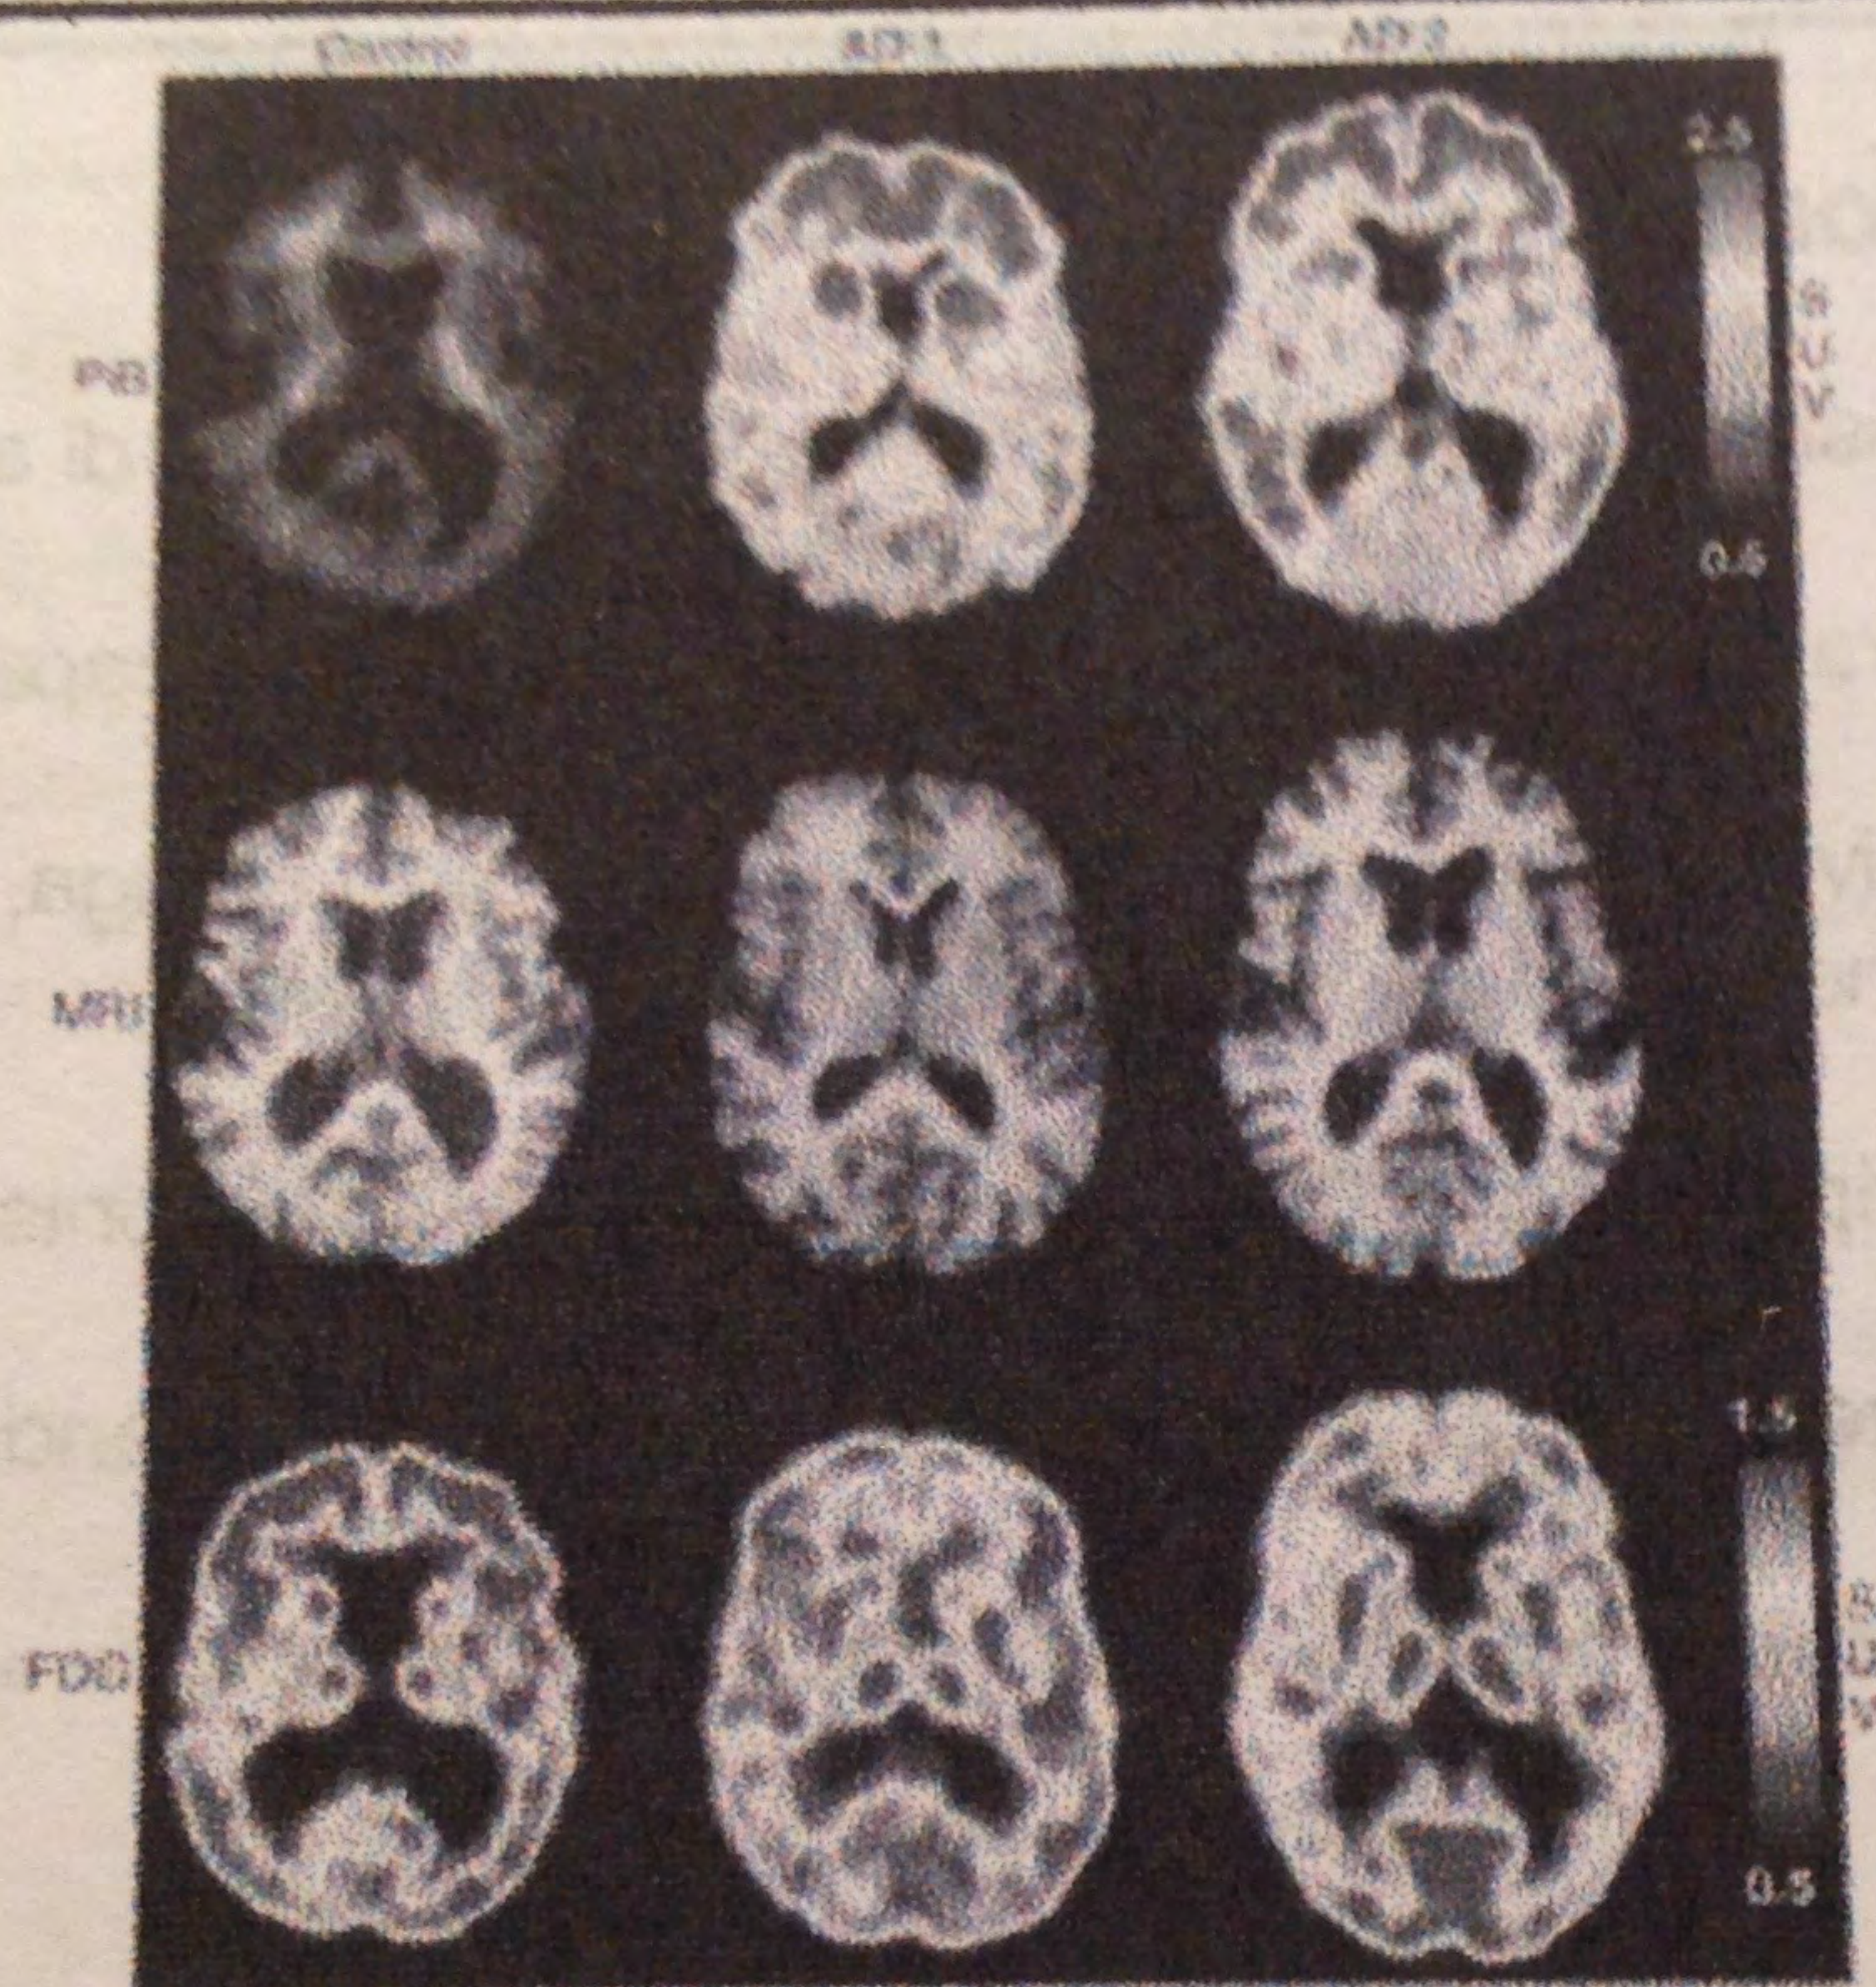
Structural, functional, and amyloid imaging of the brain in Alzheimer disease (AD). Columns represent individual subjects. First column consists of PB-PET, MRI, and FDO-PET scans obtained in a 71-year-old normal control subject (MMSE score = 30). PB retention is not seen, and MRI and FDO-PET findings are normal. Center column (AD-1) contains scans from a 68-year-old man with mild AD (MMSE score = 28). PB retention is marked, and both MRI and FDO-PET findings are normal. Third column (AD-2) shows scans from a more affected 68-year-old patient with AD (MMSE score = 21). Findings include significant PB retention, unremarkable MRI appearance, and characteristic deficits in glucose metabolism for AD on FDO-PET scan. All PET values are corrected for atrophy. Scale bars indicate standardized uptake values (SUVs) for FDO and PB. Note that the dynamic range of PB is twice that of FDO. FDO-PET, Fluorodeoxyglucose positron emission tomography; MMSE, Mini-Mental State Examination; MRI, magnetic resonance imaging; PB-PET, Prestige compound 8 position emission tomography.
